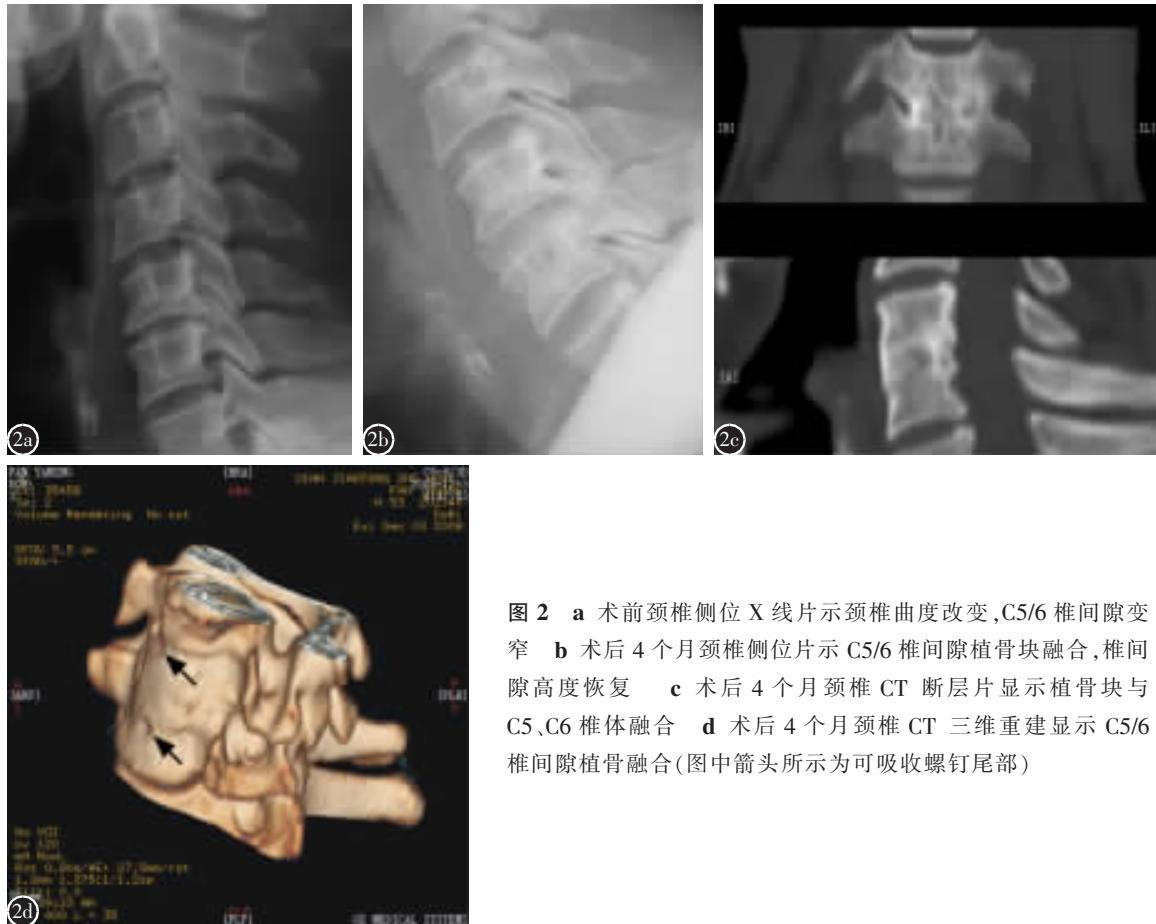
a 术前颈椎侧位 X 线片示颈椎曲度改变,C5/6 椎间隙变窄 b 术后 4 个月颈椎侧位片示 C5/6 椎间隙植骨块融合,椎间隙高度恢复 c 术后 4 个月颈椎 CT 断层片显示植骨块与 C5、C6 椎体融合 d 术后 4 个月颈椎 CT 三维重建显示 C5/6 椎间隙植骨融合(图中箭头所示为可吸收螺钉尾部)
